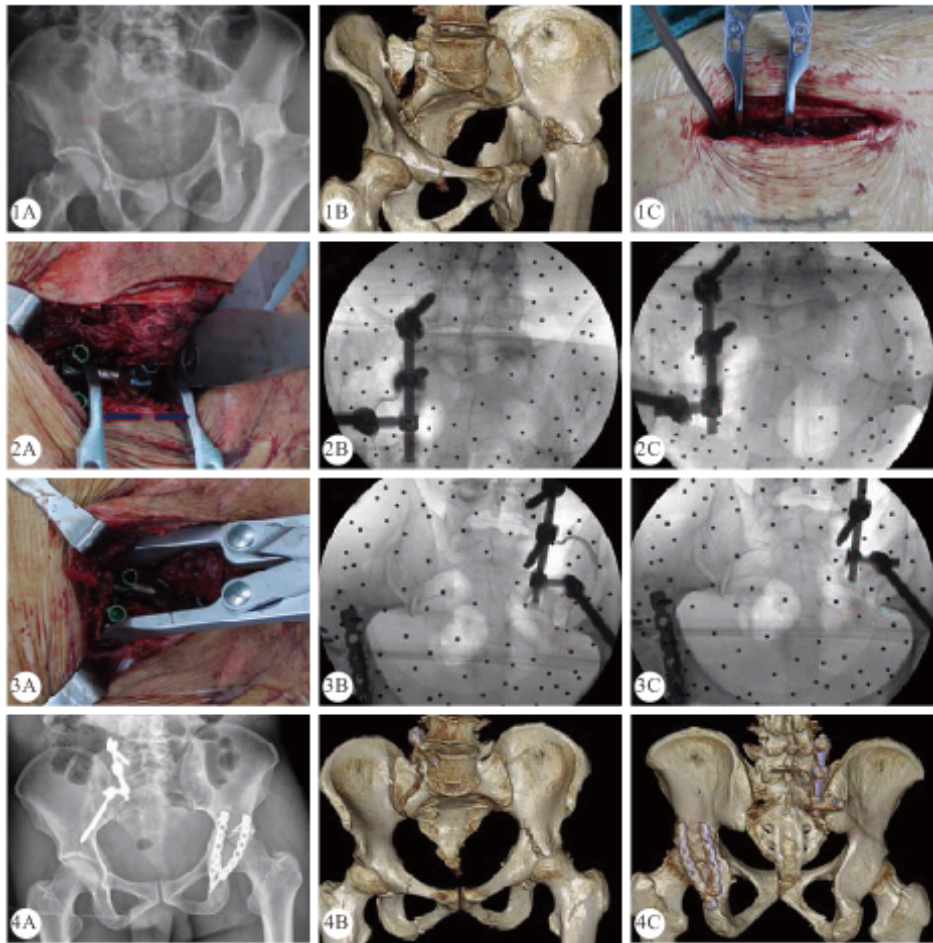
骨盆 X 光片(A)和骨盆三维 CT(B)显示 B 组患者骶骨骨折同时伴有垂直方向和水平方向-的移位。图 C 示后正中切口为 L4 椎体节段到 S3 节段
